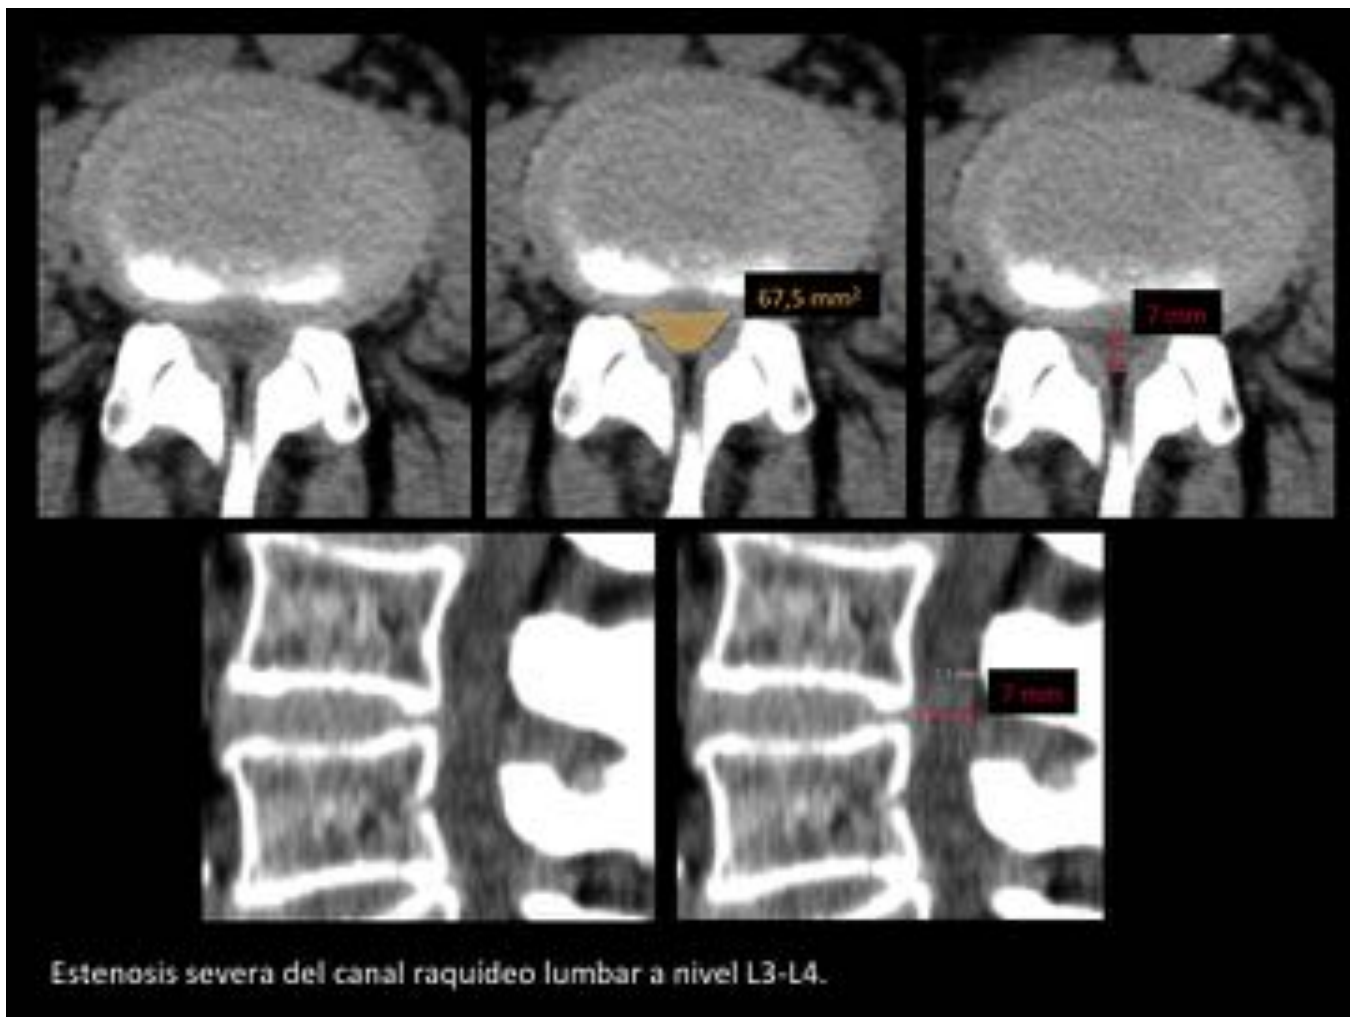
Estenosis de canal raquídeo lumbar: TC.
